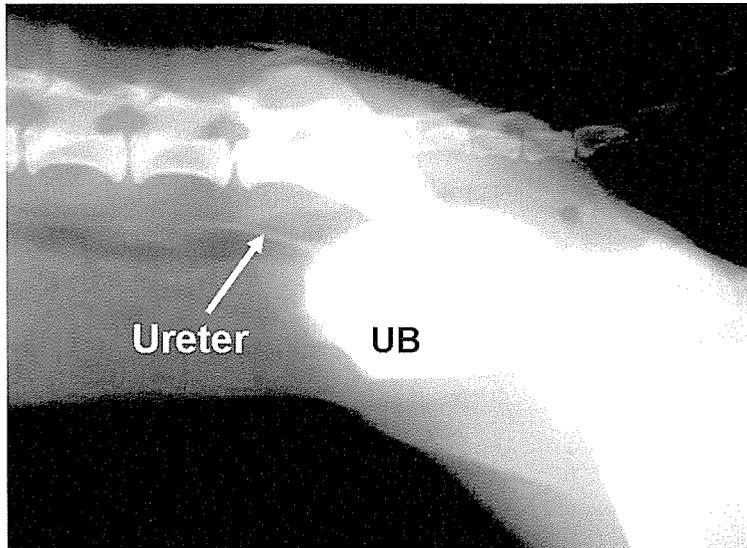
배설성 요로조영술을 실시한 복부 외측상. 이미 방광으로 배설된 조영제에 의해 방광은 희게 확인되며 요관도 조영제가 채우고 있어 방사선 불투과성인 흰색 음영으로 확인된다. 방광과 요관 모두 희게 영상화되어 요관의 삽입부가 명확하게 관찰되지 않았다
